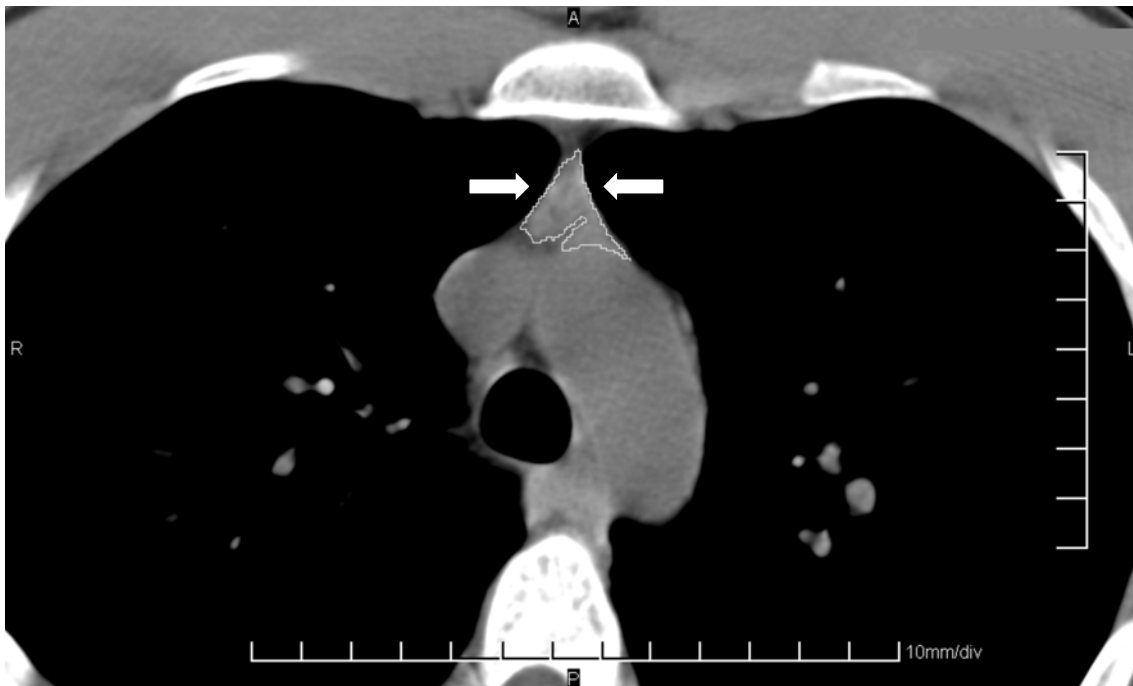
TC torácico que muestra la existencia de tejido tímico (señalado por las flechas blancas y delimitado por una línea blanca) en un varón de 24 años de edad con infección por VIH.
